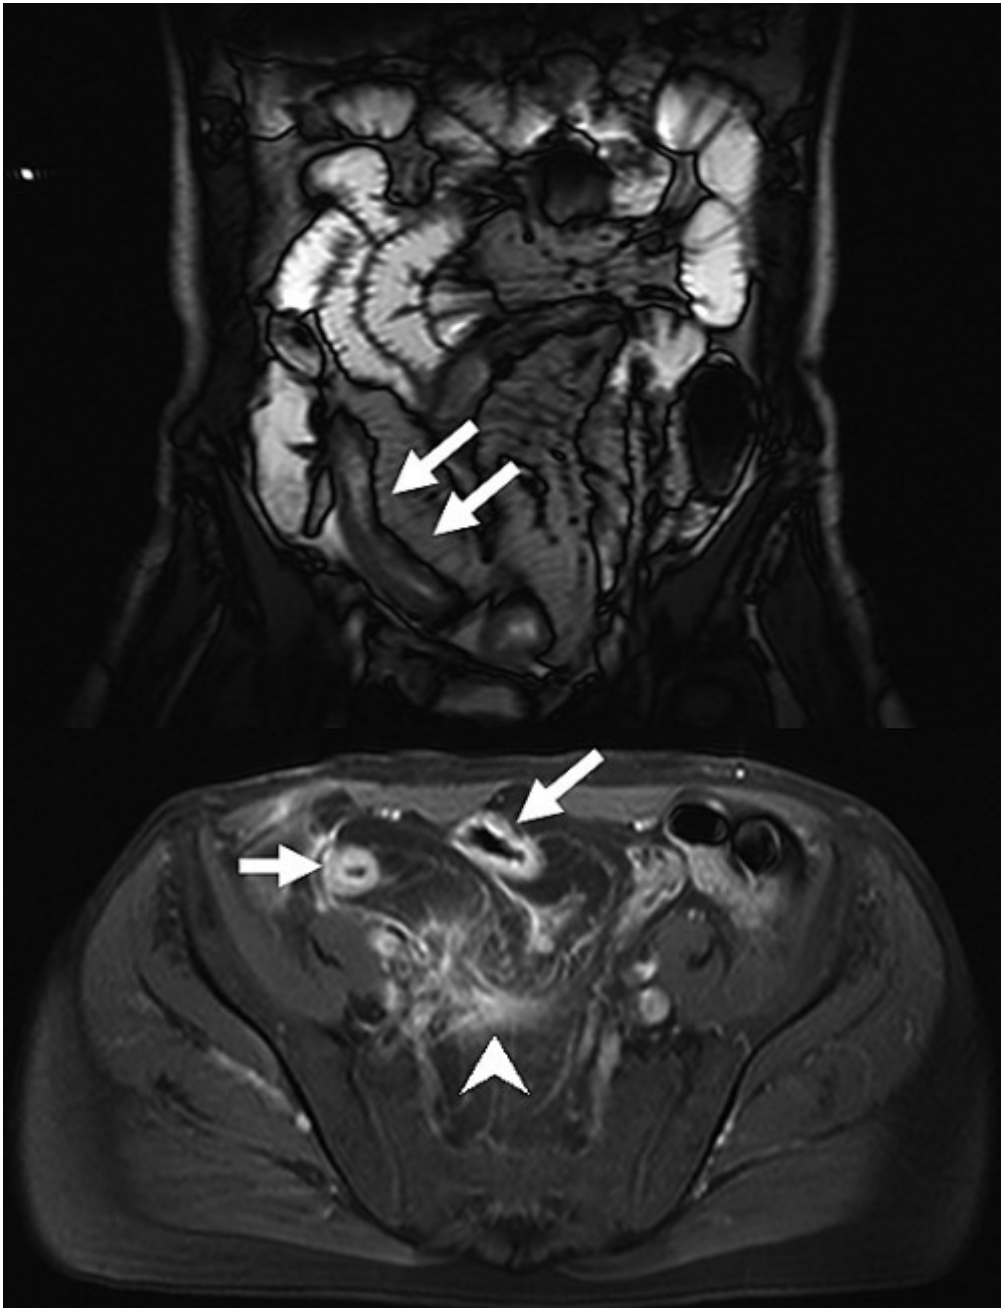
Morbus Crohn, MR-Enteroklysma. T2-betonte TRUF1-Sequenz (oben) mit langsteckigem Befall des terminalen Ileums und Wandverdickung (←) (Wand dunkel, Wasser im Lumen hell). Unten T1-Bild mit Fettsuppression und KM i.v.. Massives Enhancement und Wandverdickung angeschnittener Ileumschlingen (←). (Aus dem Institut für Röntgendiagnostik Universität Regensburg).
